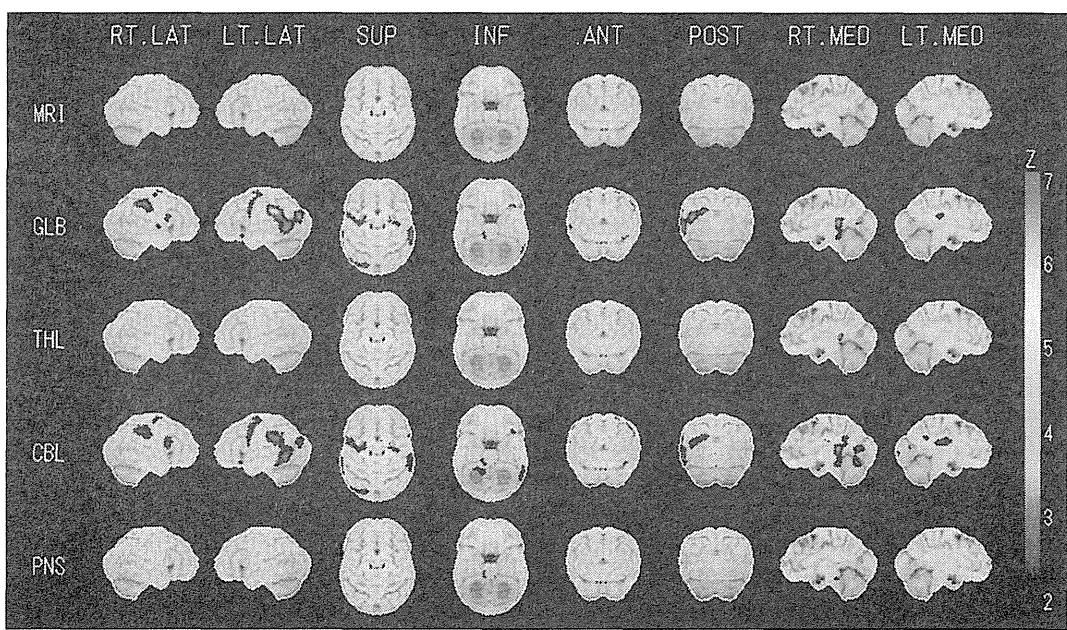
Group comparison between the normal database and 12 patients without higher brain dysfunction (Z -score > 2). Upper row: standardized brain surface (8 directions) on magnetic resonance images (MRI), 2nd row: Z -score images using normalized counts of the global brain (GLB), 3rd row: Z -score images using normalized counts of the thalamus (THL), 4th row: Z -score images using normalized counts of the cerebellum (CBL), 5th row: Z -score images using normalized counts of the pons (PNS). Color in the right bar shows clusters of pixels (Z -score > 2). The Z -score images (2nd row) show no common areas of significant cortical neuron loss in the bilateral medial frontal lobes.
